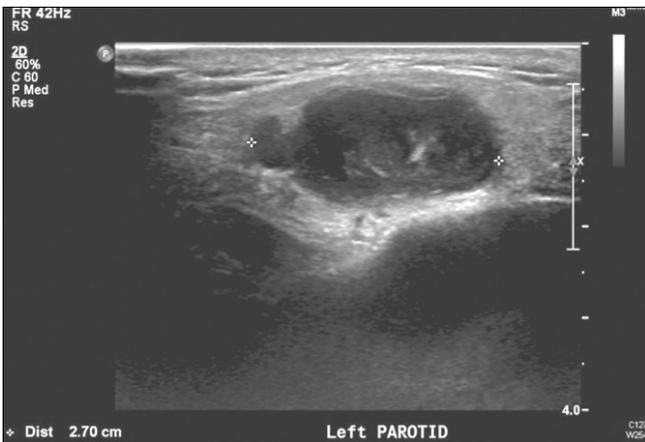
About 3 cm heterogeneous echogenic cystic lesion in the left parotid gland is observed on ultrasonogram.
